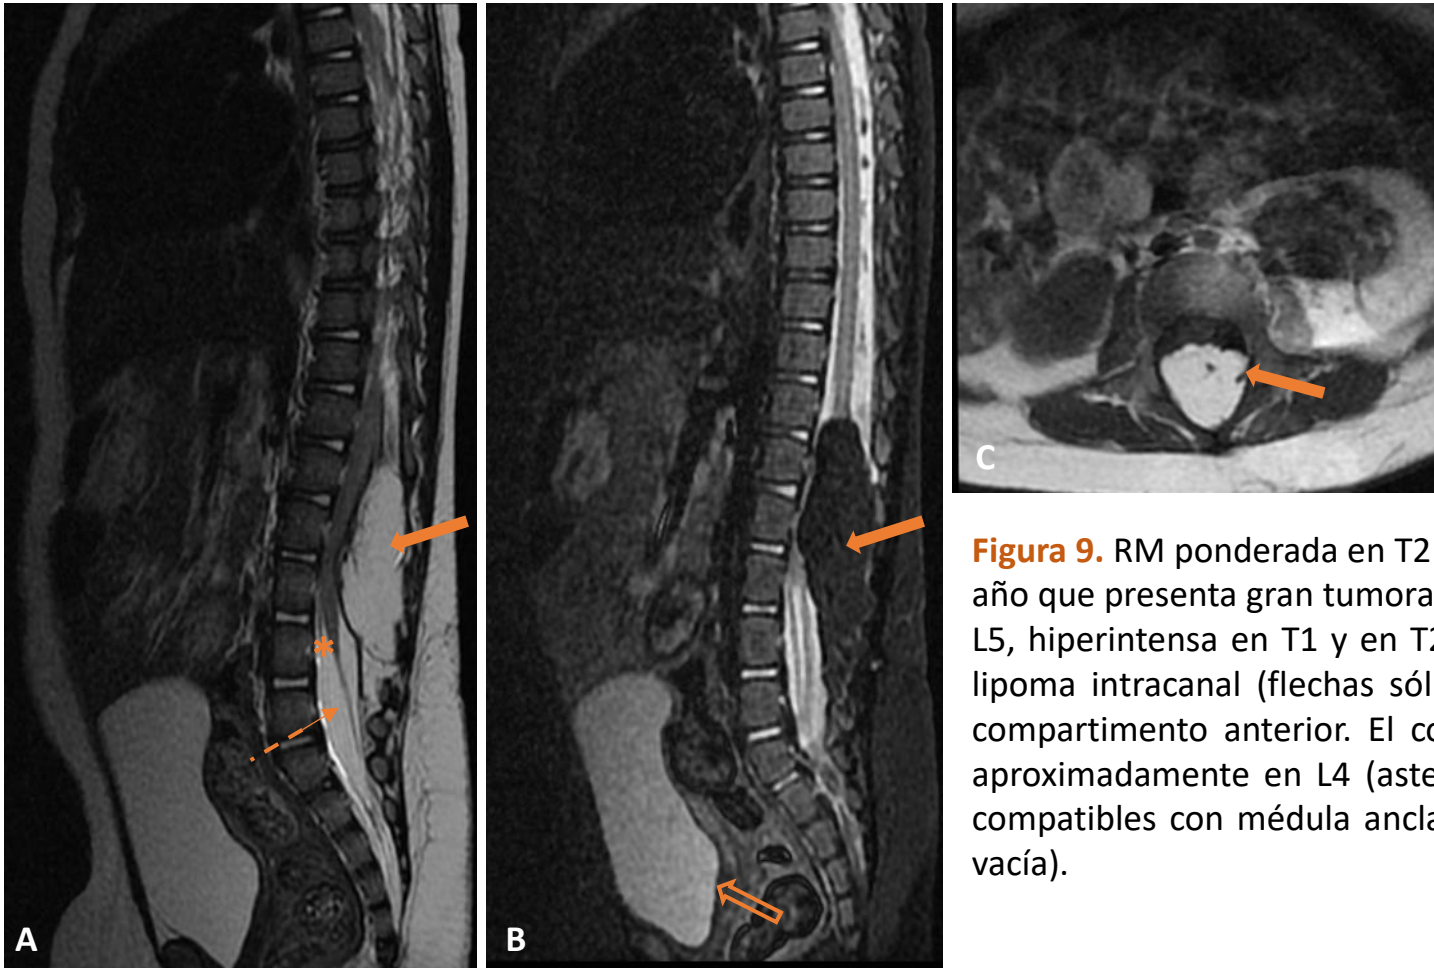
RM ponderada en T2 (A) y T2 fat sat en plano sagital (B) y T1 en plano axial (C). Niña de 1 año que presenta gran tumoración intracanal extradural en el compartimento posterior entre T12-L5, hiperintensa en T1 y en T2, hipointensa en secuencias con saturación grasa, compatible con lipoma intracanal (flechas sólidas). Comprime de manera evidente el cordón medular hacia el compartimento anterior. El cono medular presenta una implantación baja, con extremo distal aproximadamente en L4 (asterisco) y filum terminal prominente (flecha discontinua), hallazgos compatibles con médula anclada. Nótese el globo vesical que sugiere retención urinaria (flecha vacía).
